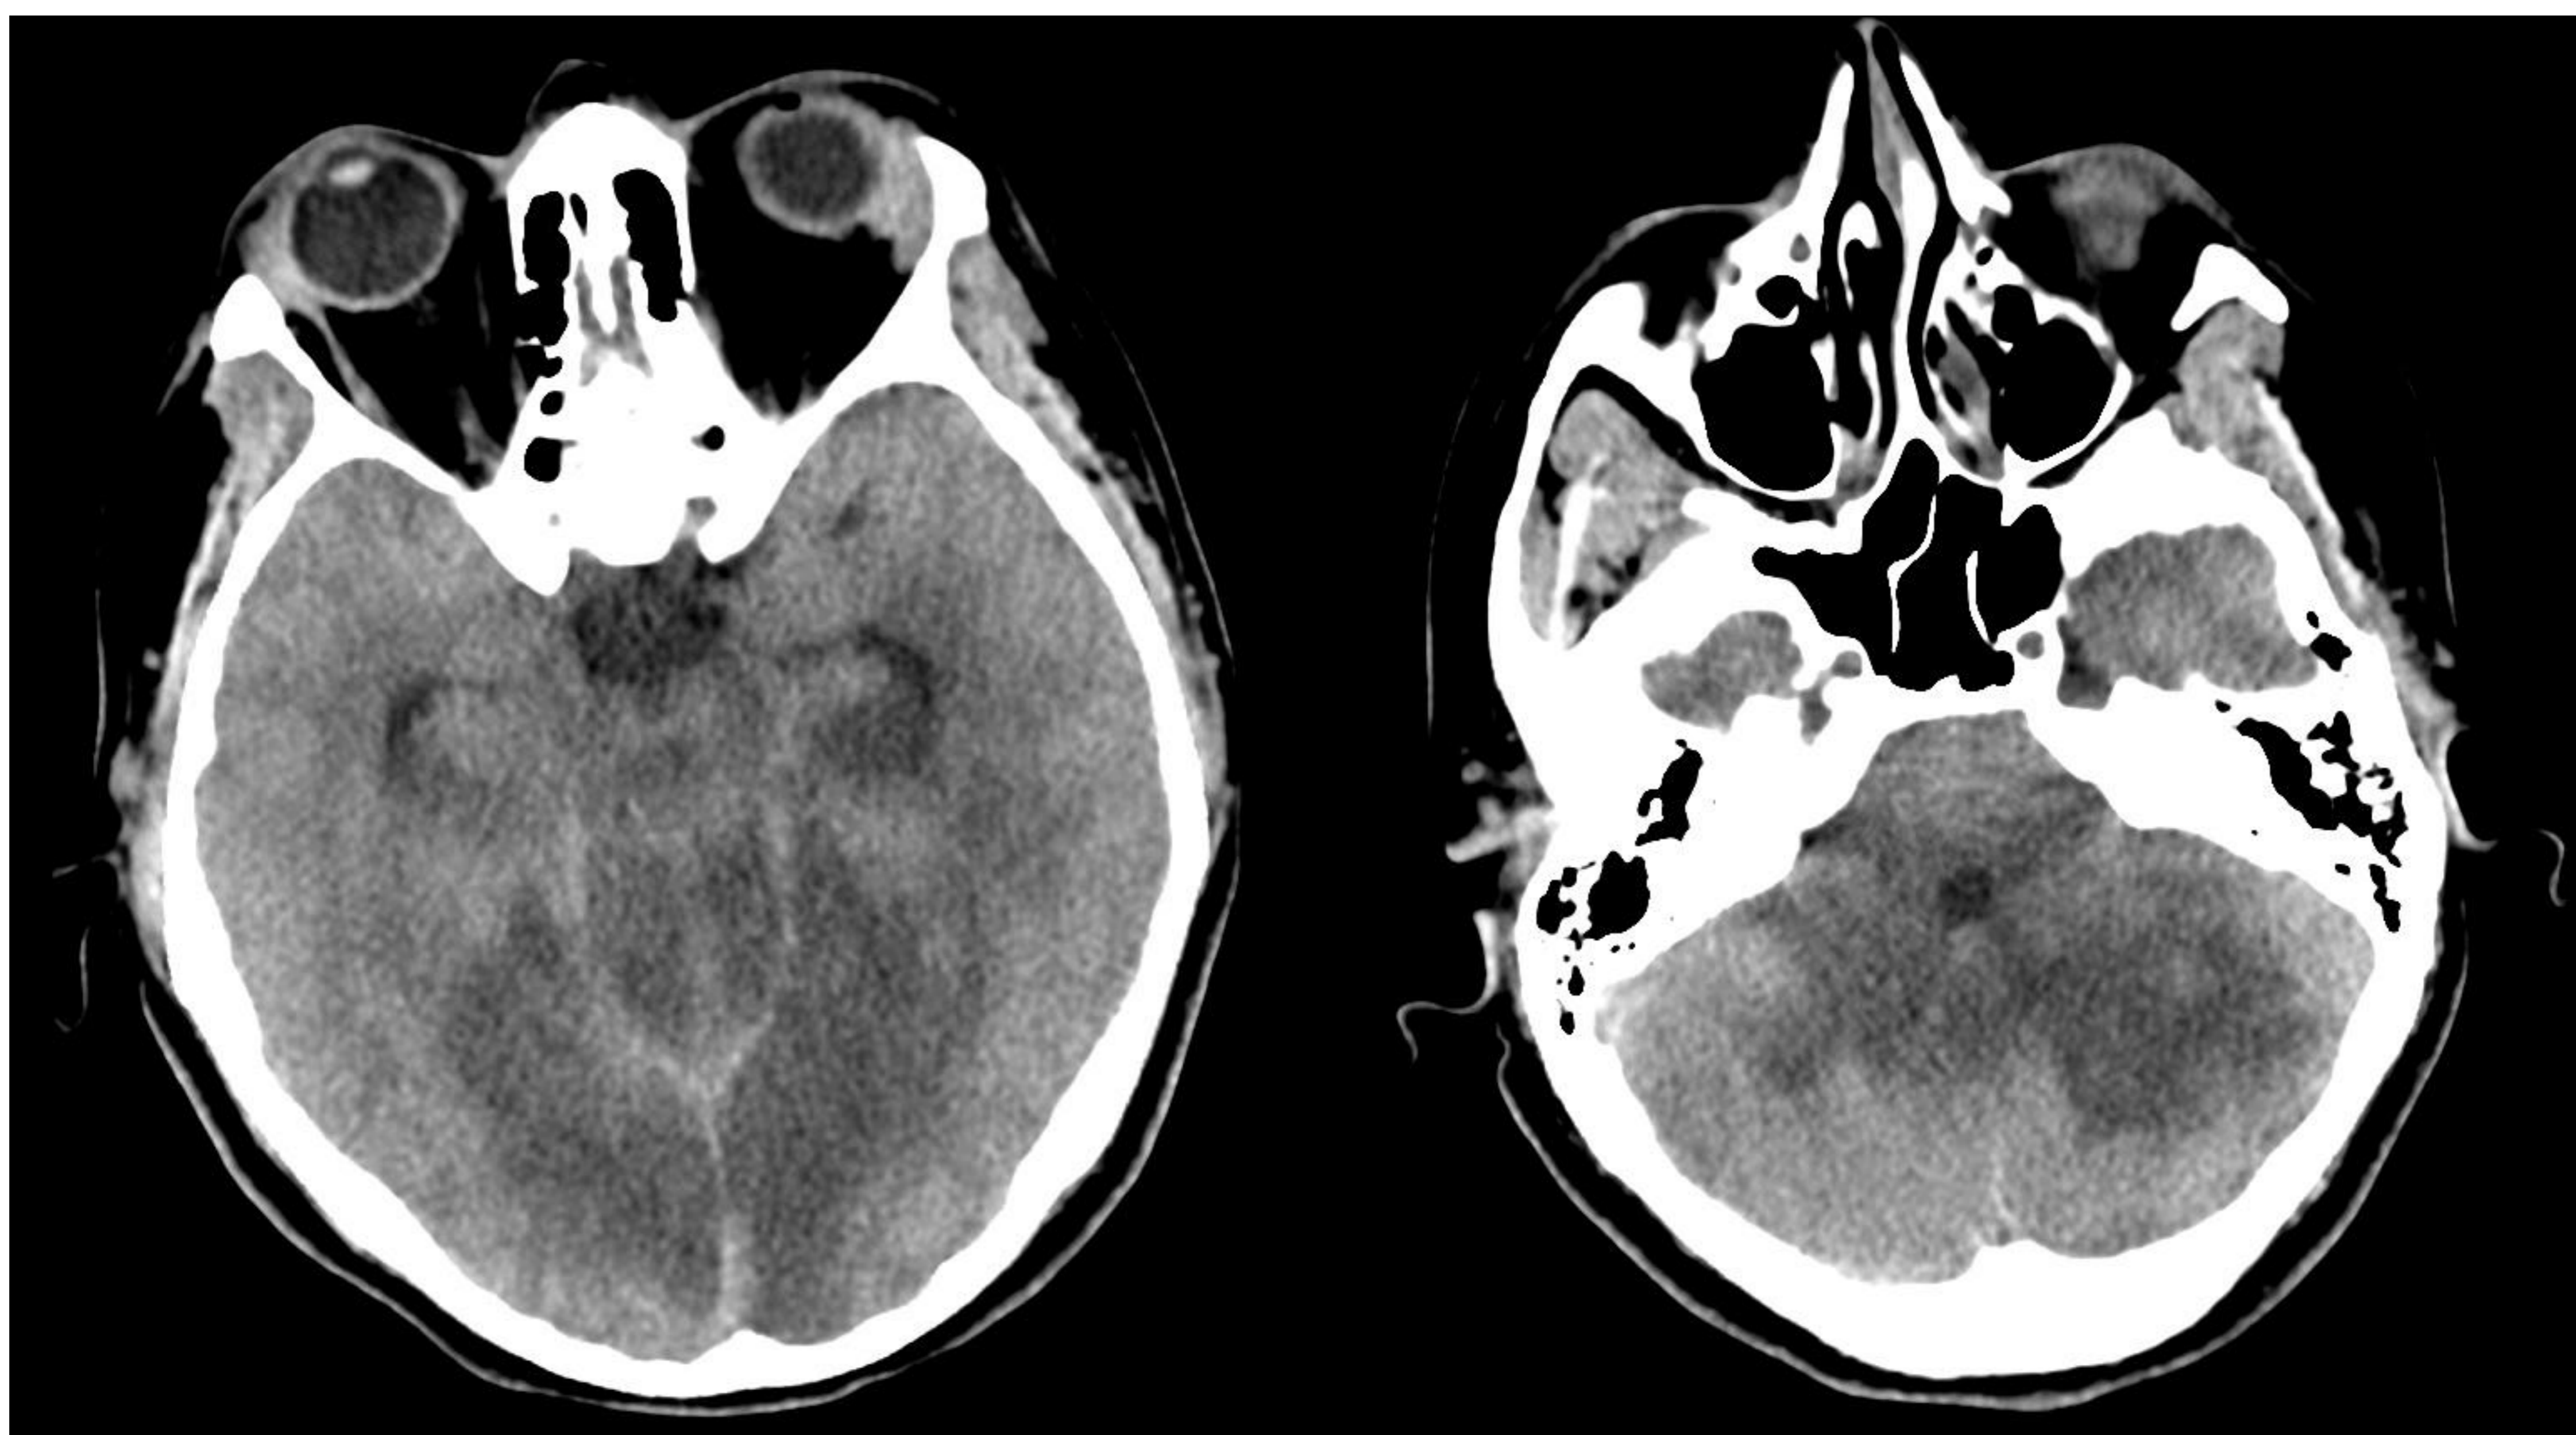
TC simple de control de la misma paciente transcurridas 24h del estudio inicial, en el que se observan signos de extensa lesión isquémica establecida en el territorio vascular vértebro-basilar bilateral.
